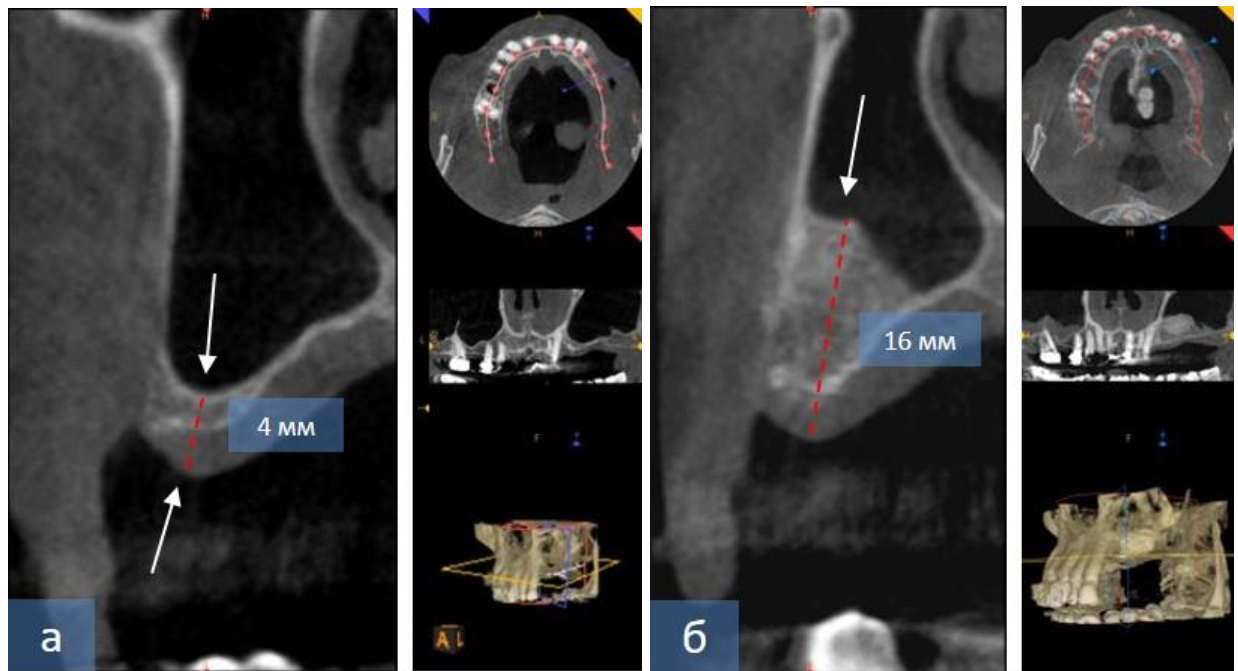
Компьютерная рентгенография у больного А. до и через 6 месяцев после проведенного ремоделирования периимплантной зоны (синус-лифтинг) с использованием ГАП+ГК
